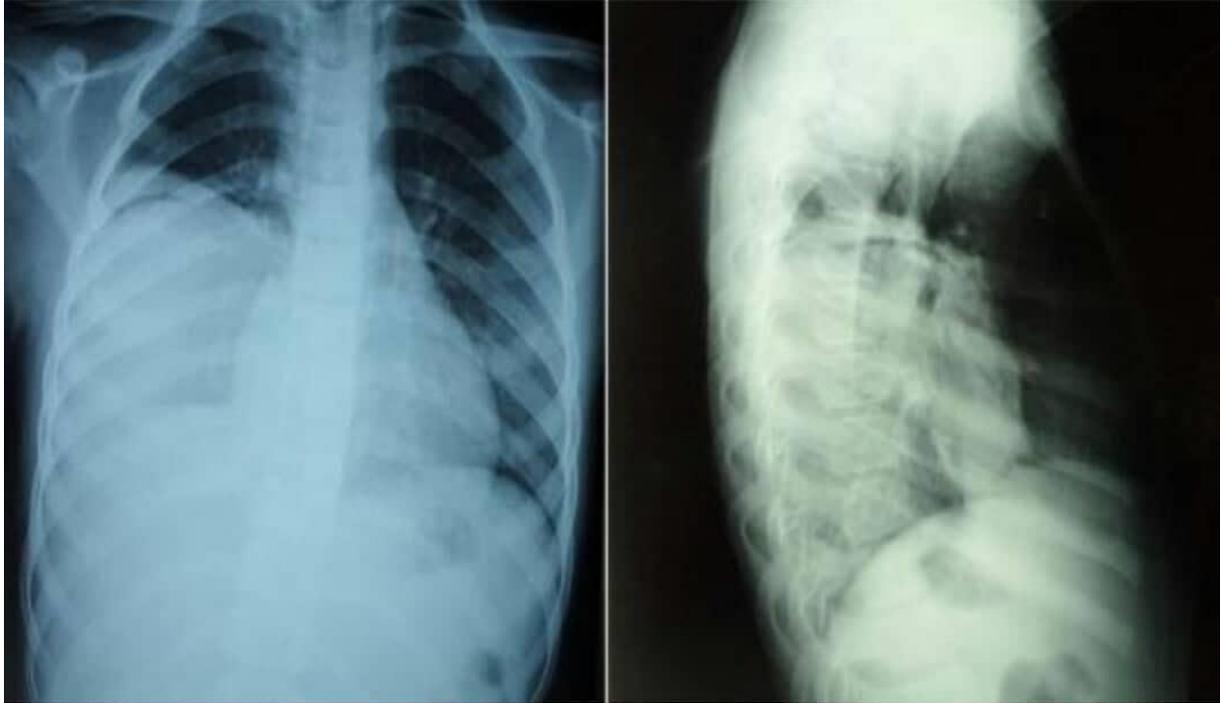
Radiographie de thorax de face et de profil : KHP du lobe inférieur fissuré avec un croissant gazeux (pneumokyste) chez une fille de 9 ans
